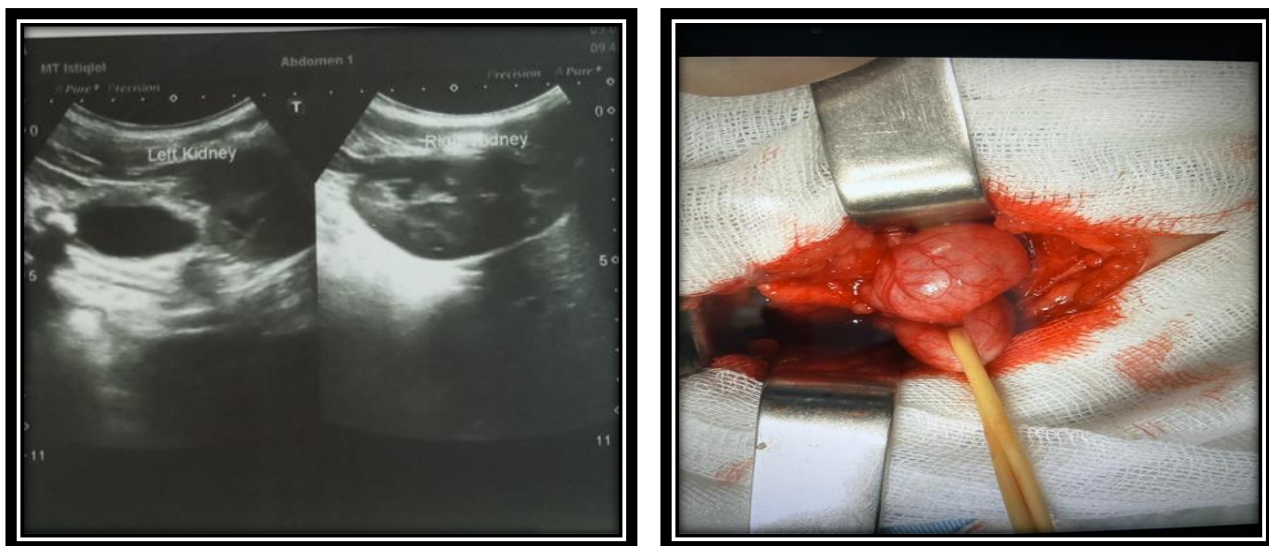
УЗИ почек – уретерогидронефроз I степени
